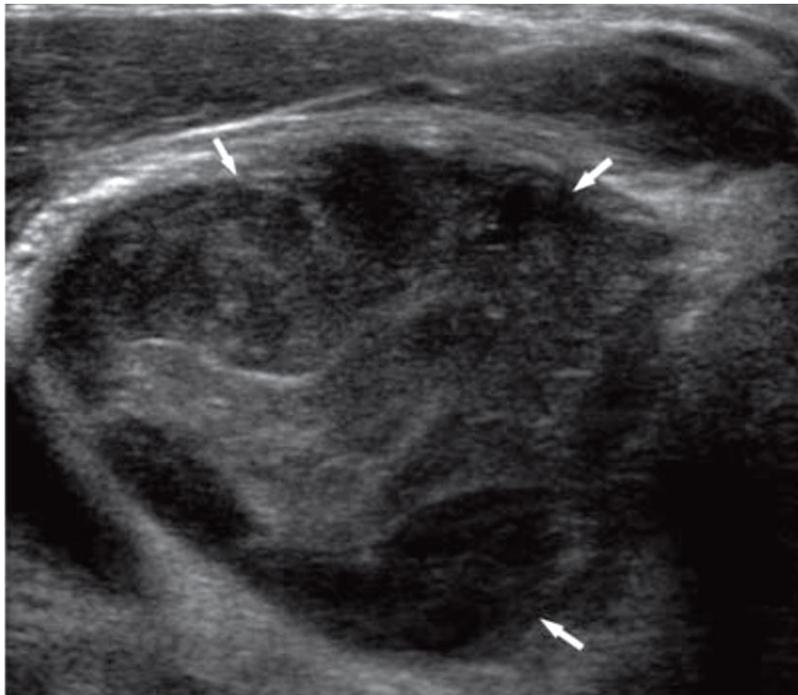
Imagen de ultrasonido en un corte transversal del lóbulo tiroideo derecho muestra una gran masa heterogénea (flechas). Resultado citológico. Ca anaplásico.
